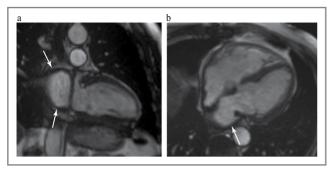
МРТ сераца. Кино-последовательность: a — двухкамерная длинная ось сердца, конечно-диастолическая фаза; b — четырехкамерная ось сердца, конечно-систолическая фаза. Стрелками указано деформированное ЛП с утолшенной стенкой.
